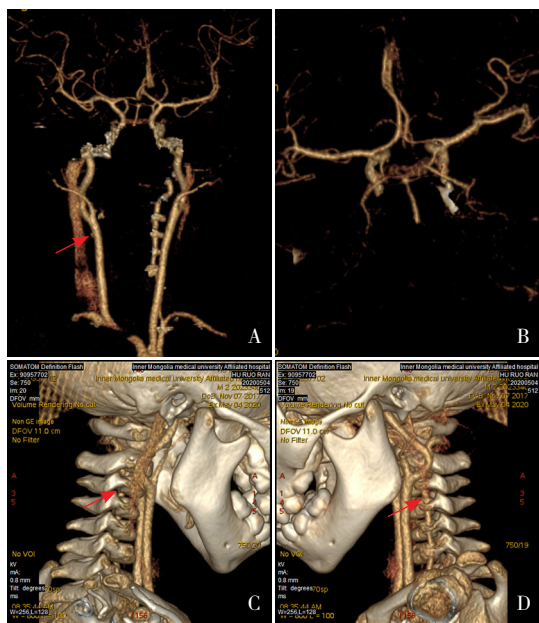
头部 CTA 检查 图 A 为右侧椎动脉 V4 段未显影（箭头所示），提示椎动脉 V4 段血管闭塞，导致延髓背外侧缺血梗死后软化；图 B 为基底动脉、Willis 环及左右大脑中动脉正常显影；图 C 为右侧 V4 段椎动脉未显影（箭头所示），提示椎动脉 V4 段血管闭塞，导致延髓背外侧缺血梗死后软化；图 D 为左侧椎动脉正常显影（箭头所示）。
